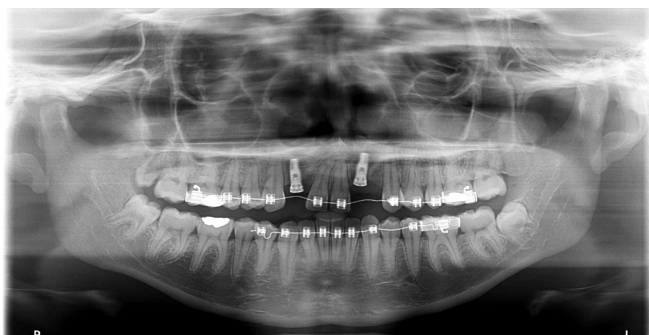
Radiografia panorâmica de acompanhamento de um dos casos, no qual foram avaliados os sinais sugestivos de neoformação óssea. Fonte: Centrinho Imagens.
